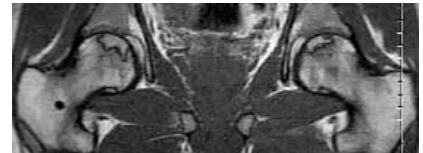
МР-томограмма ТБС в коронарной проекции (SE T1-взвешенное изображение). Инфаркт костного мозга бедренных головок. В верхних отделах бедренных головок определяется неправильной формы линейная тень низкоинтенсивного МР-сигнала, ограничивающая зону инфаркта от нормального костного мозга в центральных отделах бедренных головок
